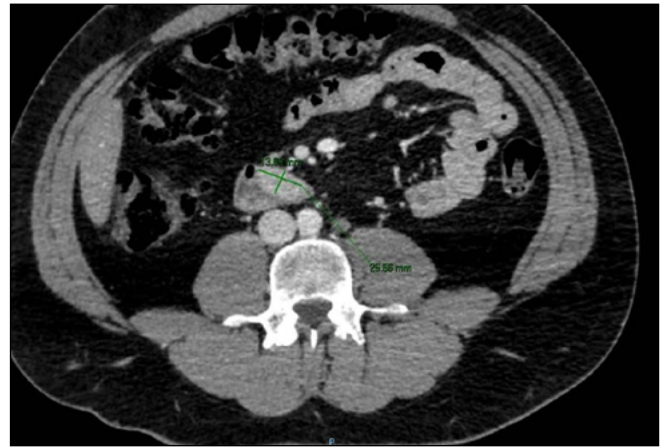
TC abdominal. Lesión hiperdensa en pared de la tercera porción duodenal, de bordes bien definidos y morfología ovalada, con tamaño aproximado de 14 x 26 mm (APxT).
